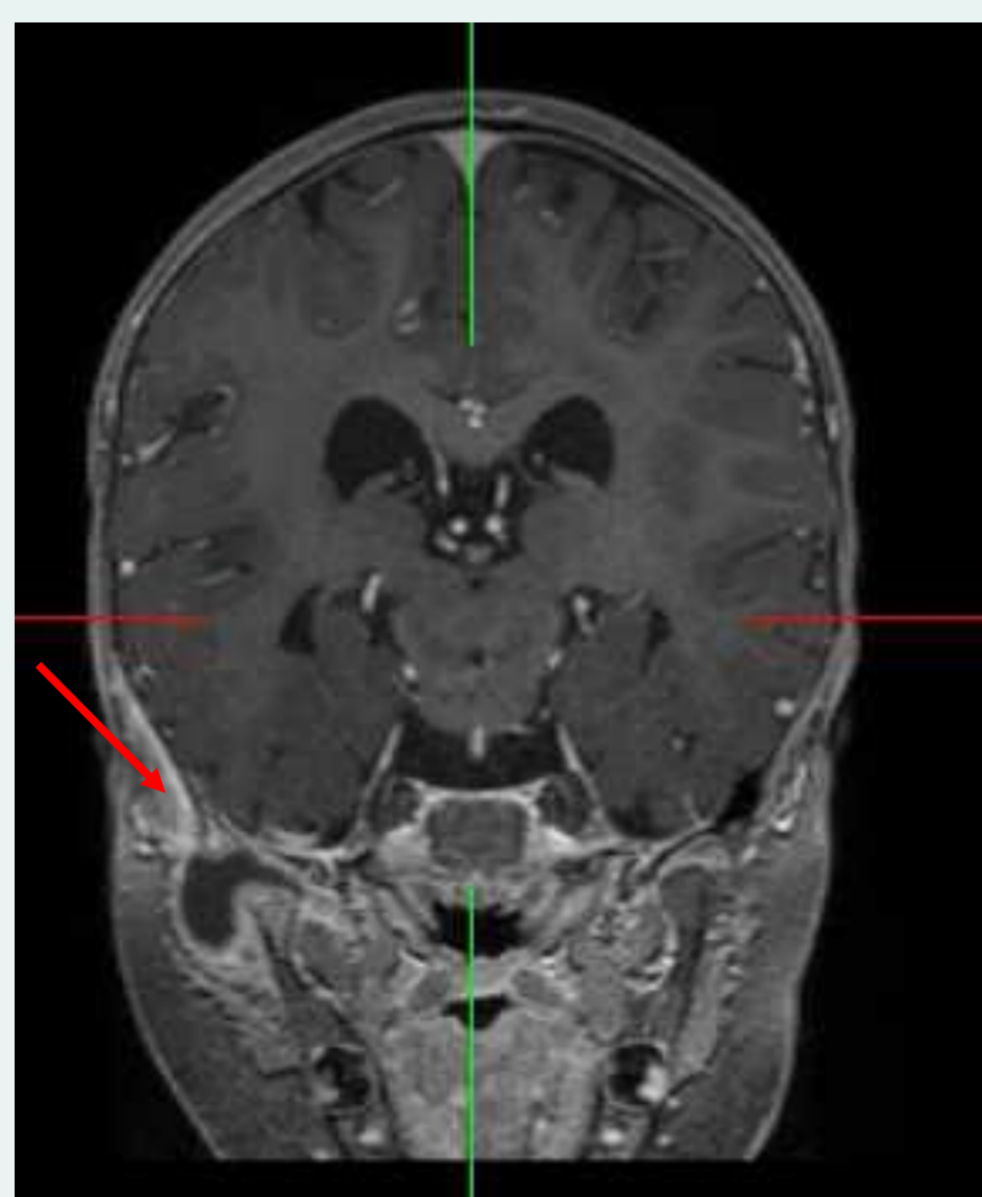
MRT T2Stir, Erguß Kiefergelenk rechts, Kieferköpfchen deformiert
